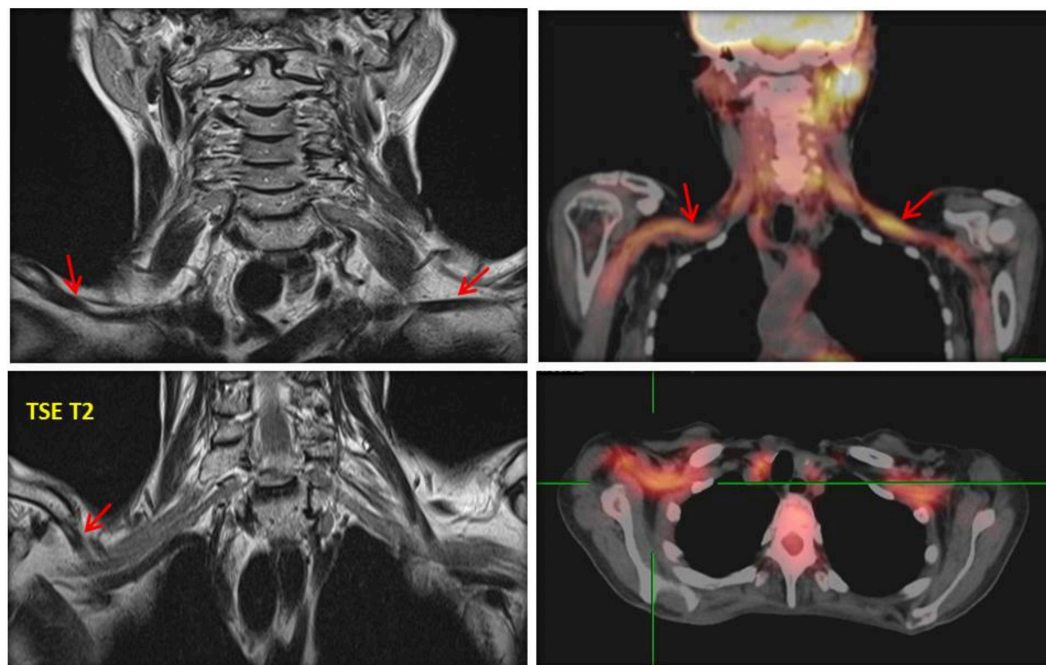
PET-CT junio/2016. Hipermetabolismo de plexo braquial, lumbar y a nivel de canal medular sobre como medular compromiso adenopático cervical, inguinal, para-traqueal, compatible proceso linfoproliferativo.
